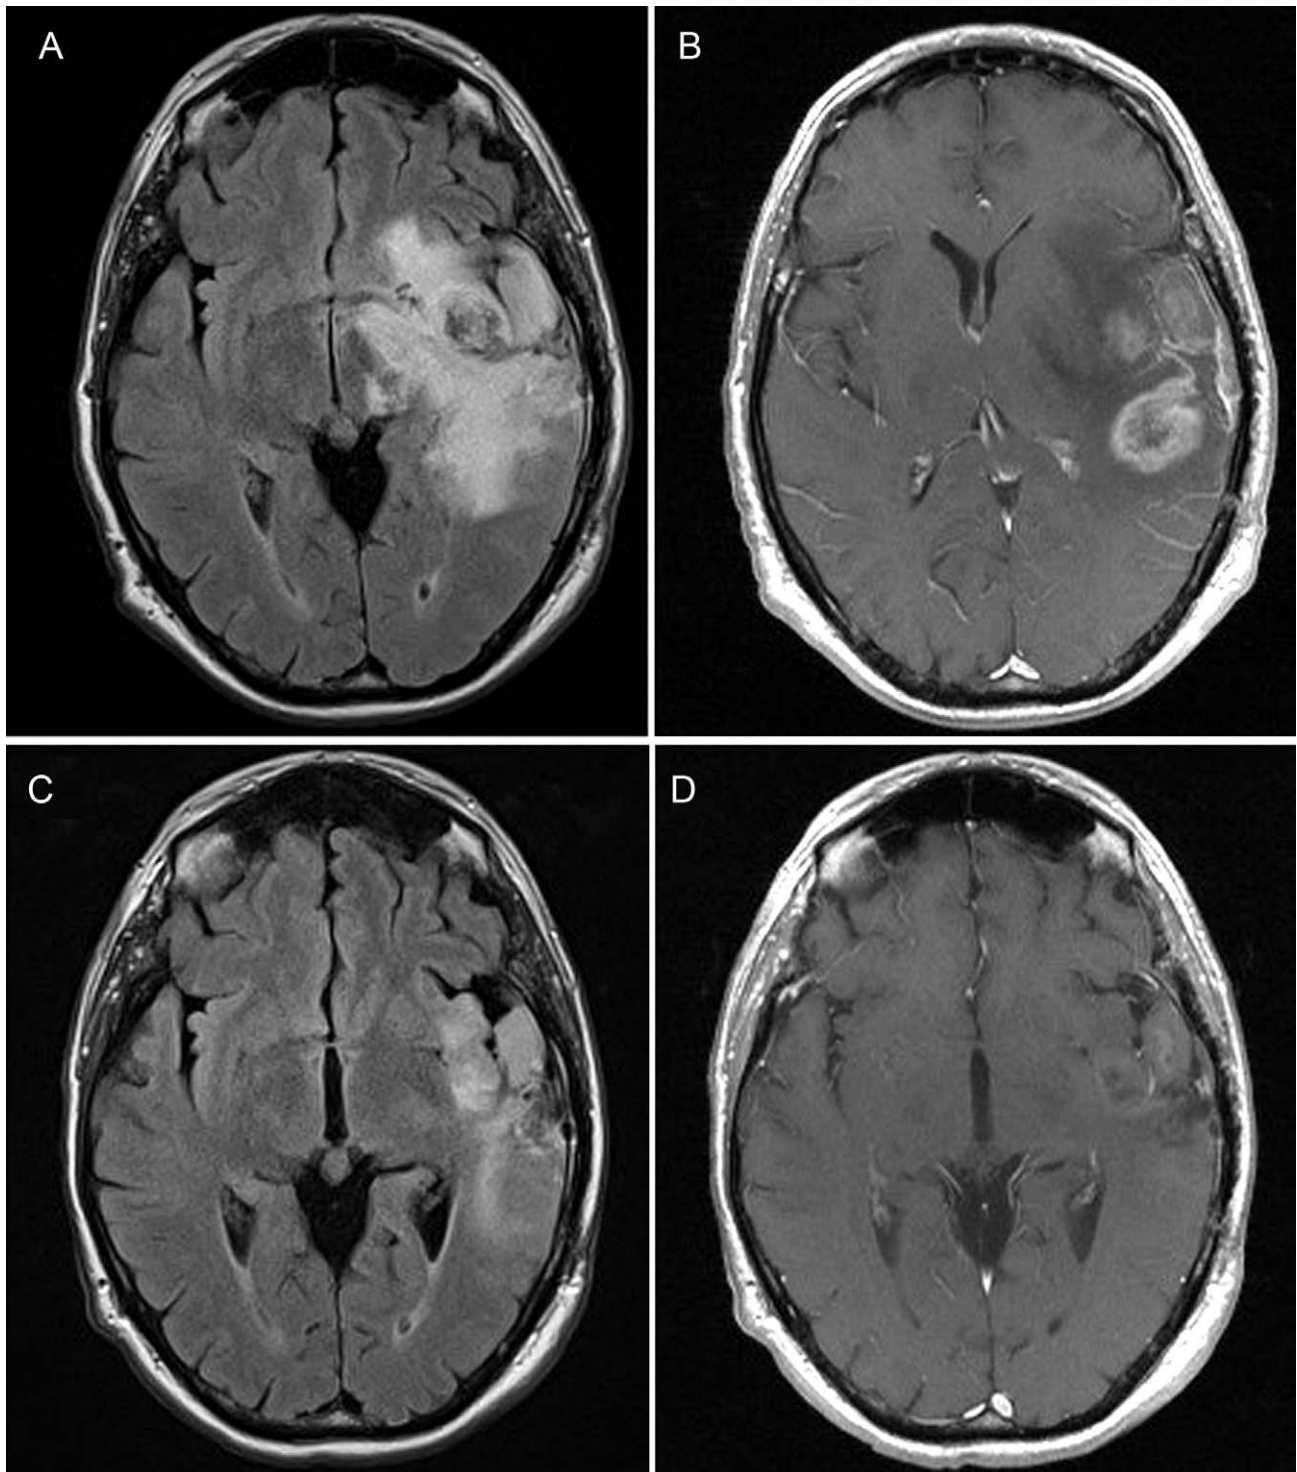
Resonancia magnética en el paciente 3. Las imágenes A y B corresponden a secuencias FLAIR y T1 obtenidas tres semanas después de que el paciente finalizara el tratamiento con quimiorradioterapia y tras presentar empeoramiento del lenguaje. Las imágenes C y D corresponden a las mismas secuencias después de dos ciclos de bevacizumab. Se observa una importante reducción del edema vasogénico, de efecto de masa y una disminución del tamaño del tumor captante.
